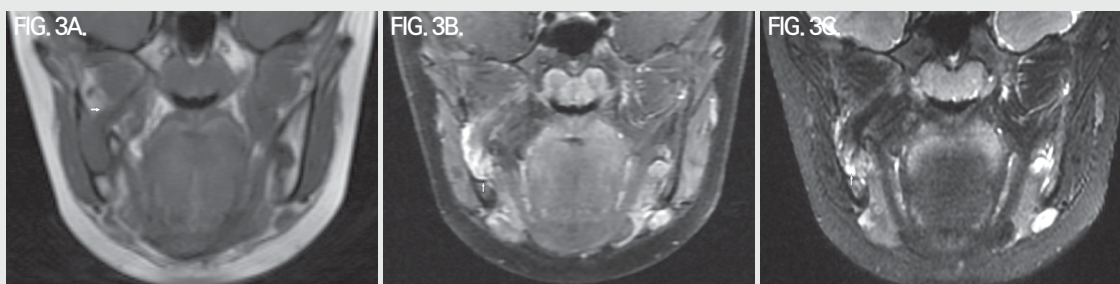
Coronal magnetic resonance (MR) images. A. T1-weighted image shows soft tissue mass of isointensity compared with muscles, extending to the masticator space. B. Contrast-enhanced T1-weighted image shows peripheral enhancement. C. T2-weighted image demonstrates the target sign, consisting of a central hypointensity region with high signal intensity in the periphery.
